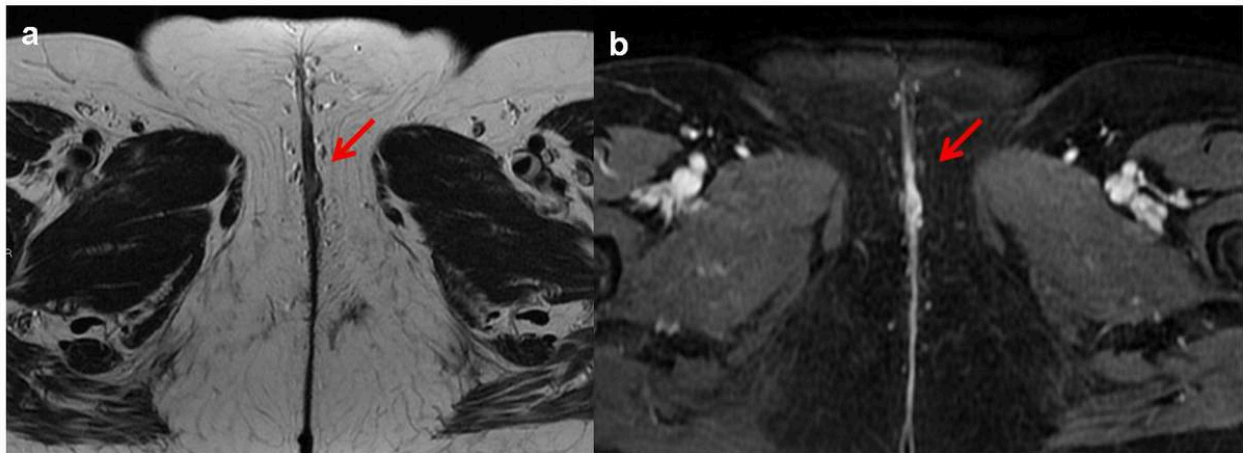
Mujer de 65 años con diagnóstico histológico de ca. epidermoide de vulva. Estudio de estadificación. Imágenes de RM axial potenciadas en T2-FSE (a) y T1-SPGR tras contraste IV que muestran una pequeña lesión nodular sólida en labio mayor izquierdo < 2 cm. Correspondería a un estadio I por RM.
